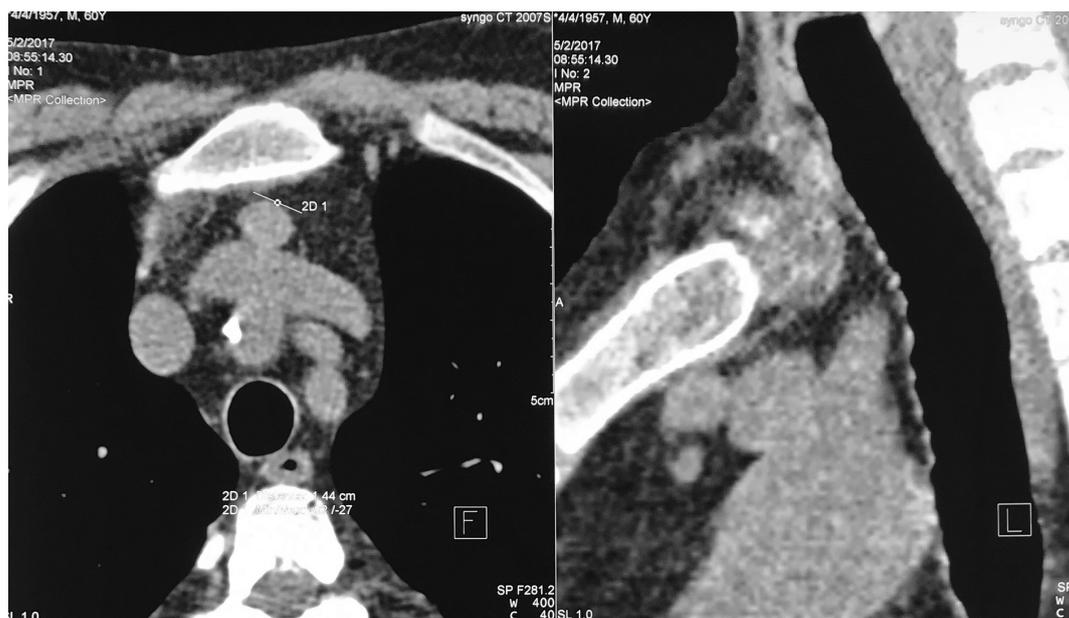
Пациент Н. Нативная мультиспиральная компьютерная томография шеи и грудной клетки (стрелкой показано образование в передне-верхнем средостении)
